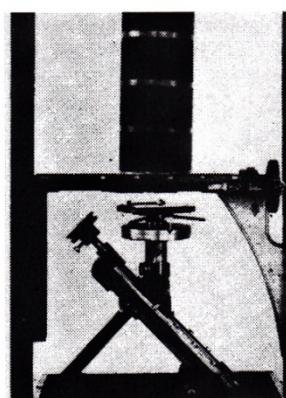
Discontinuous Cross Section Radiograph in action
